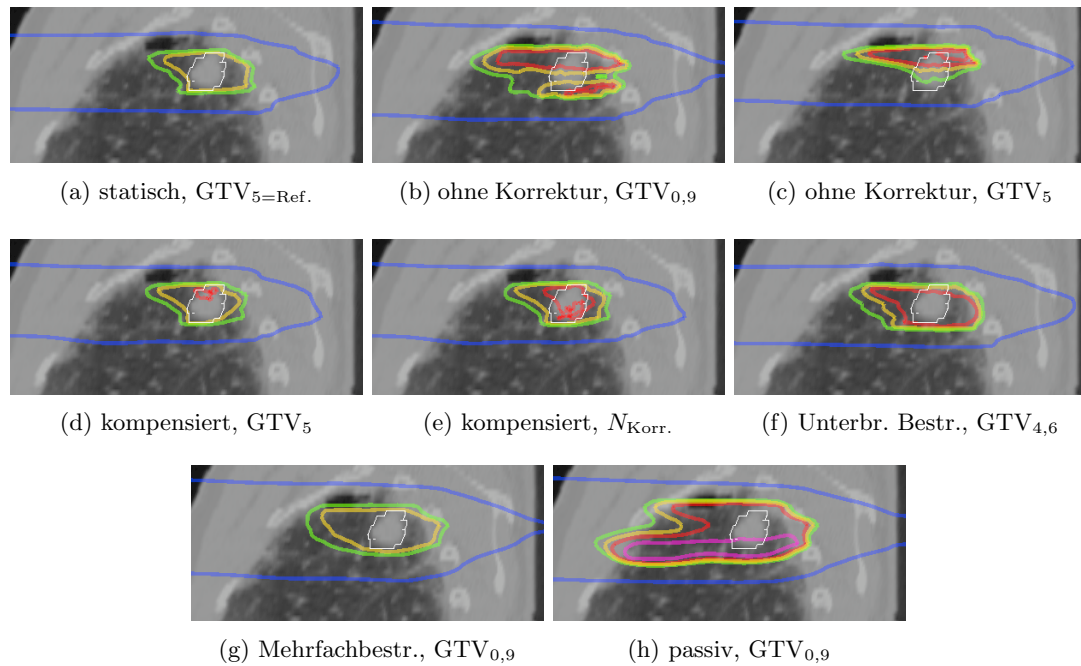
Gezeigt ist für Patient_D eine sagittale Schicht durch die 4D-CT-Referenzphase, die das GTV₅ (in weiß) etwa mittig schneidet. Farblich überlagert sind Isodosen bei 10 % (blau), 90 % (grün), 95 % (gelb), 100 % (rot) und 110 % (violett) der Solldosis. Alle Dosisverteilungen sind bei einer Periode $T = 4$ s und einer Anfangsphase $\varphi = 90^\circ$ simuliert. ($N_{\text{Korr.}}$ =mit Vorbestrahlungskorrektur)
